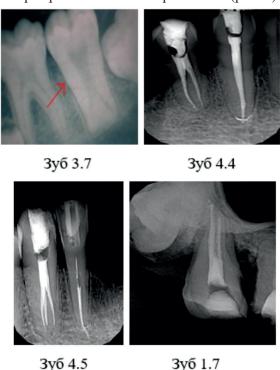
Рентгенологические варианты тауродонтизма премоляров и моляров верхней и нижней челюсти
